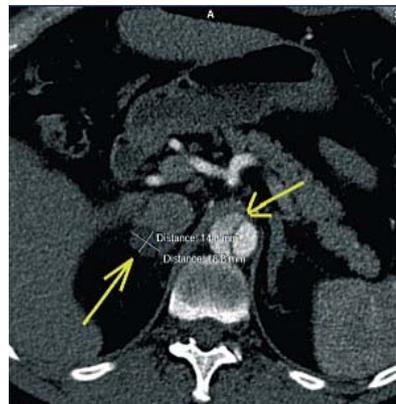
МСКТ аорты с контрастированием. Образование правого надпочечника. Стрелками указаны истинный и ложный просветы расслоившейся аорты
